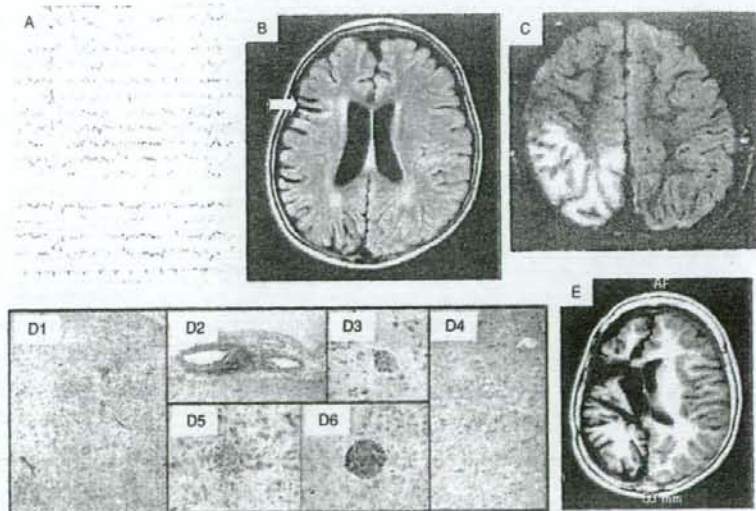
ラスマッセン症候群の脳波・MRI・組織²²⁾
